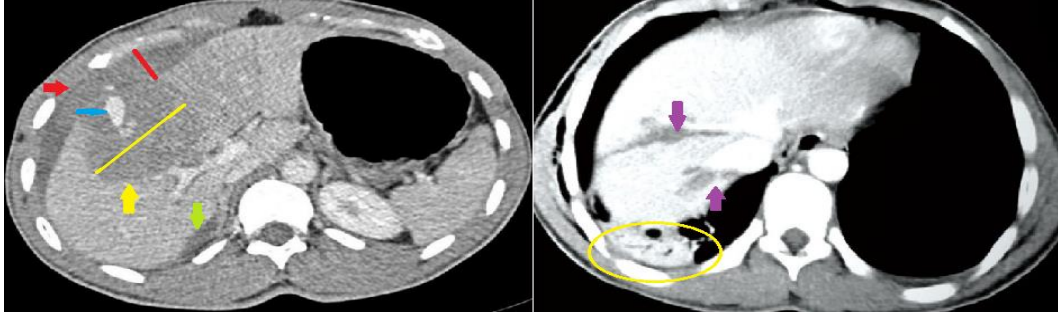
Evre 1 Karaciğer Yaralanması. Solda abdomen BT kesitinde, kırmızı ok, subkapsüler hematoma alanını göstermektedir. Sağda abdomen BT kesitinde, sarı ok, parankim içinde laserasyon alanını göstermektedir. (Şekil <https://radiologyassistant.nl> sitesinden alınmıştır.)
